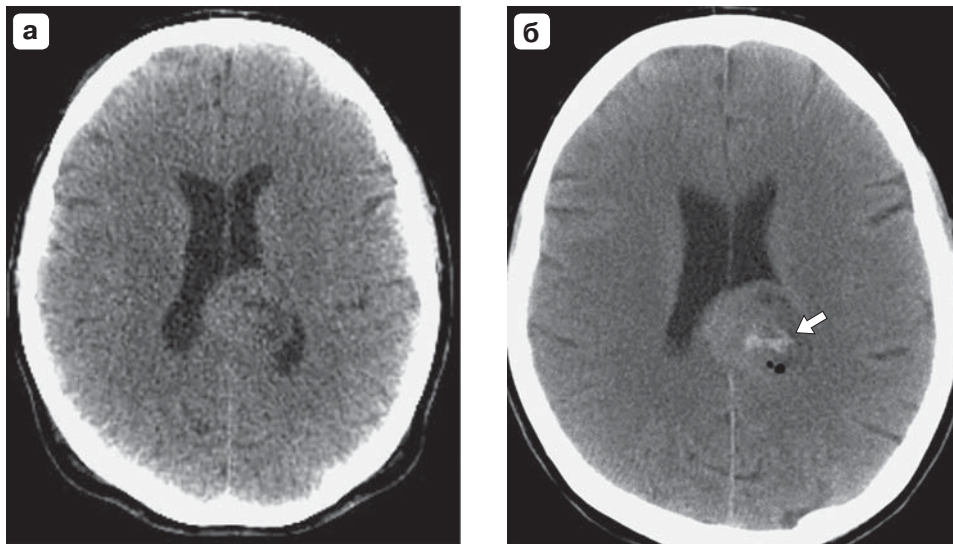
Глиома левой теменной области. КТ-головного мозга до (а) и после (б) проведения СТБ. Отмечается небольшая зона геморрагической имбибиции в зоне забора материала по данным контрольной КТ (б) (указано стрелкой).
